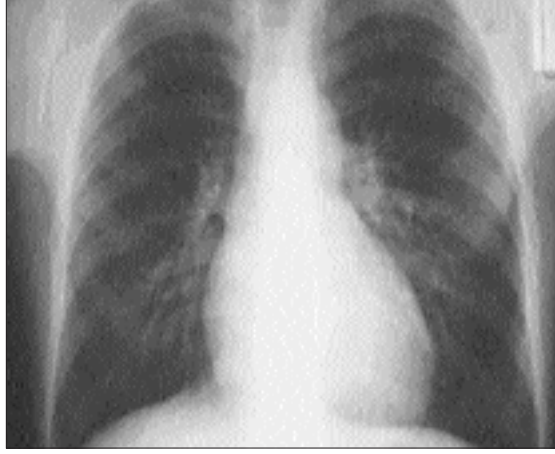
Röntgen ışınları tam göğsün ortasına gelmelidir. Aksi takdirde film oblik çekilmiş olur.
